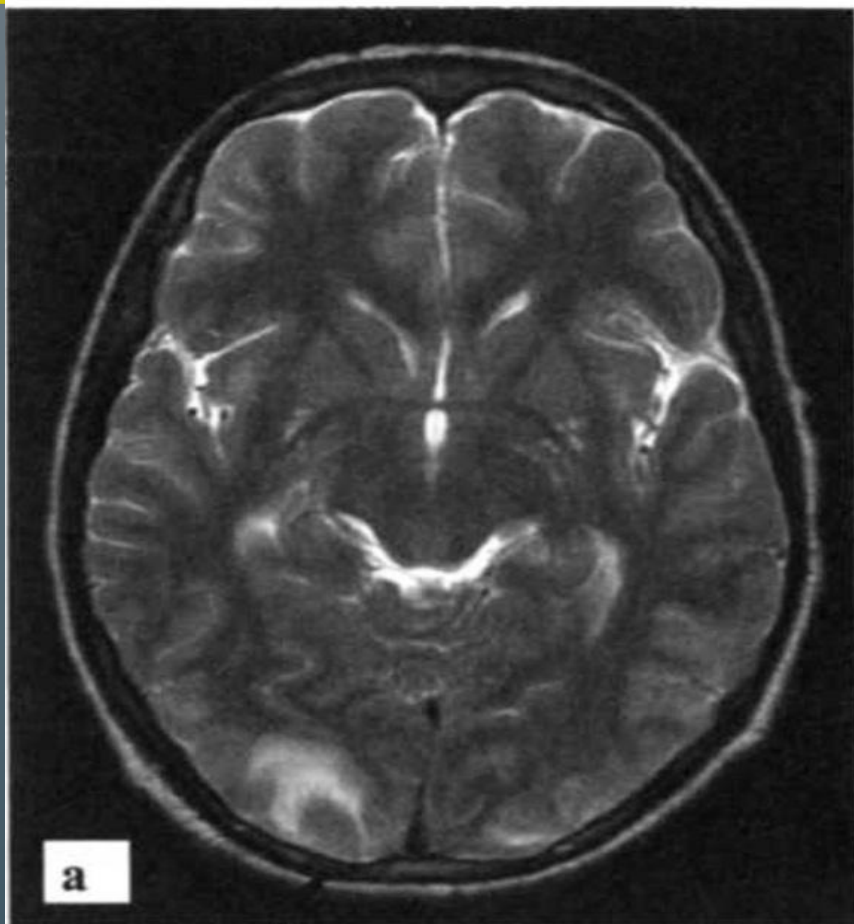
МРТ. Поражение головного мозга при вирусном энцефалите: а — T2-взвешенное изображение. Видны области измененной интенсивности сигнала в затылочных долях (стрелка); б — T1-взвешенное изображение после контрастирования. Видны множественные участки накопления контрастного вещества в затылочных долях (стрелки), свидетельствующие об активном воспалении
